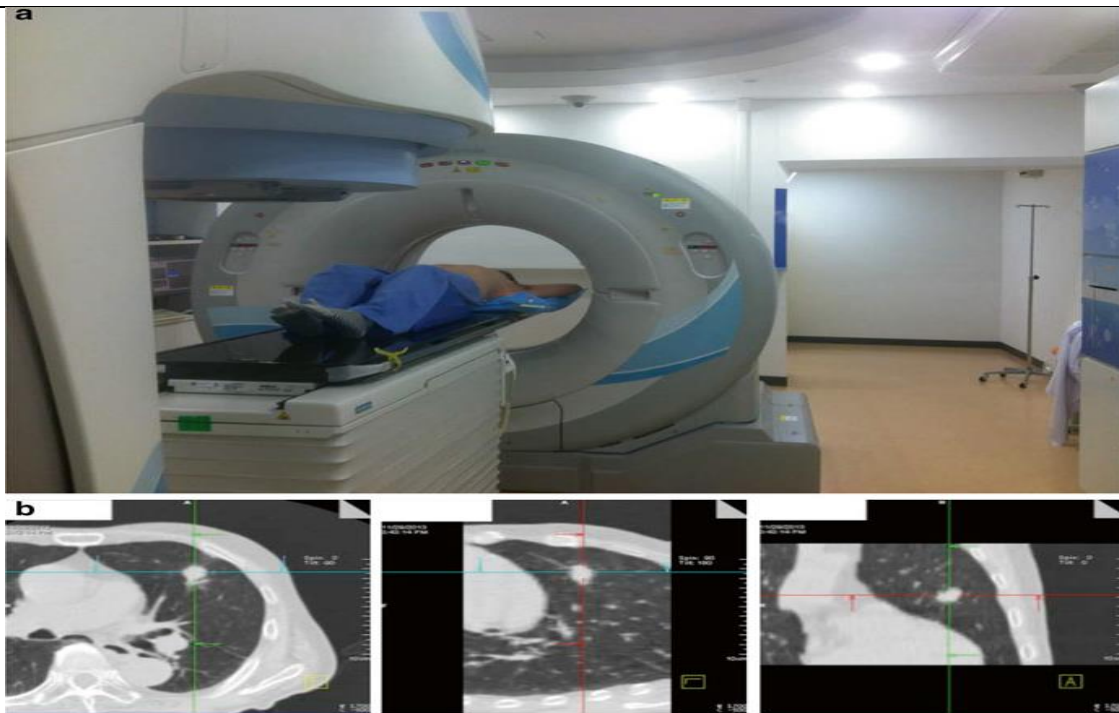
Image CT 3D (b) utilisant le système CT-on-rails (a)
